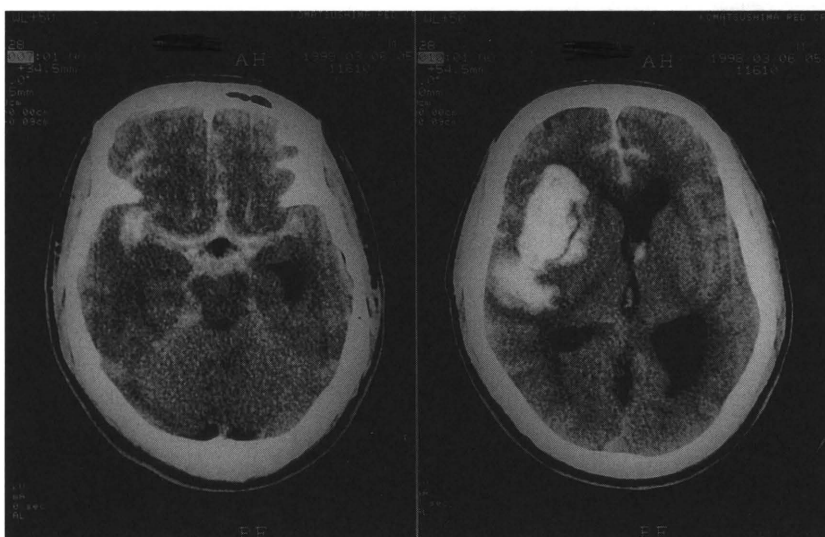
来院時のCT：右前頭葉に大きな脳内血腫を伴ったクモ膜下出血をみとめる。クモ膜下出血の程度も強度である。
